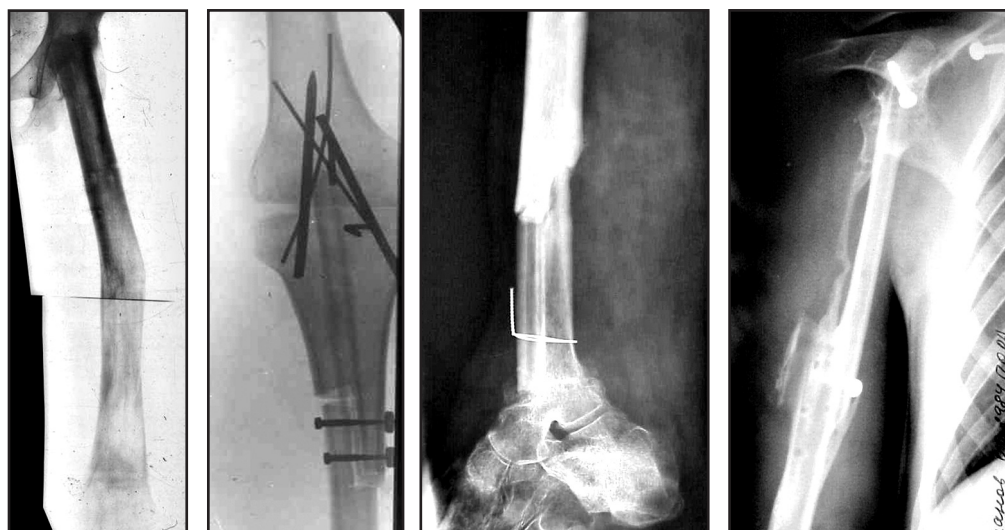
Рентгенограммы результатов артродезирования суставов
